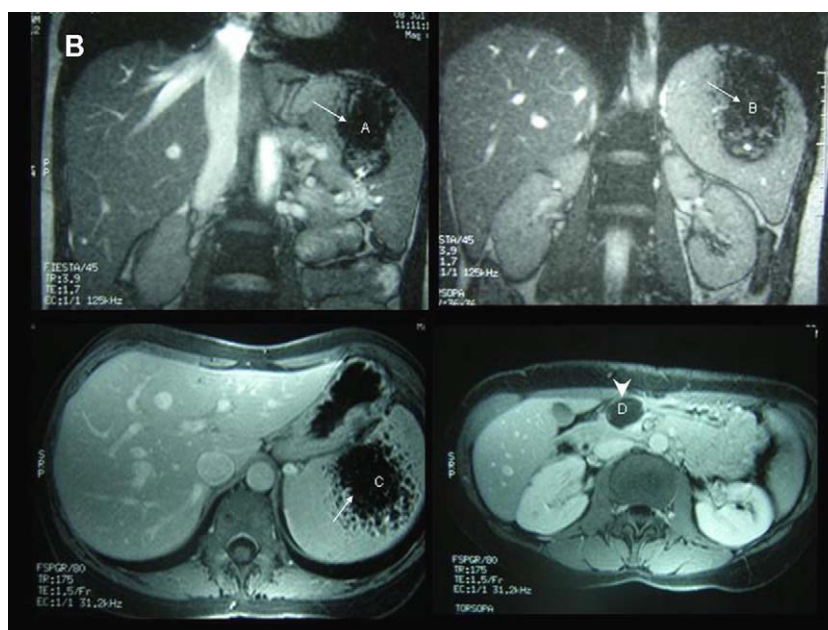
A, B y C: resonancia magnética; aspecto de la lesión angiomatosa nodular esclerosante del bazo. D: imagen de la neoplasia quística mucinosa.
